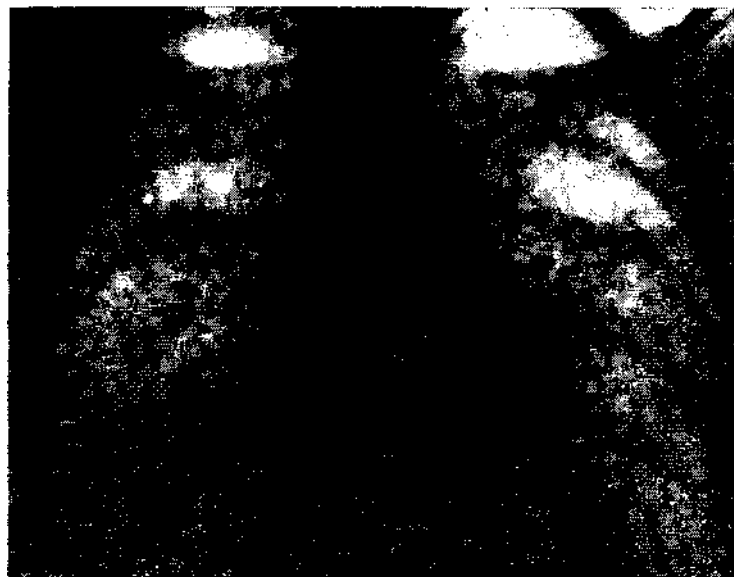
Рентгенограмма больной К.
